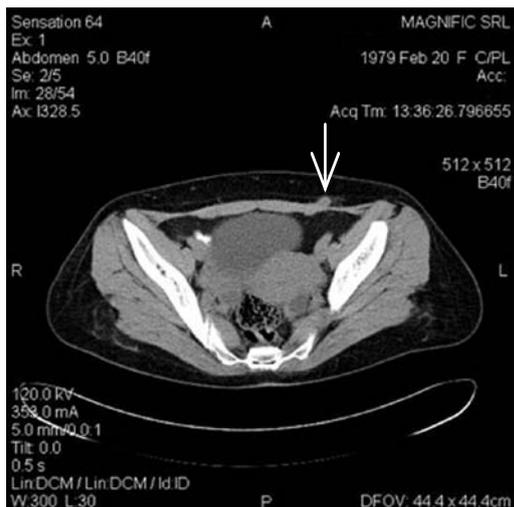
Компьютерная томография: солидное образование передней брюшной стенки (указано стрелкой)
